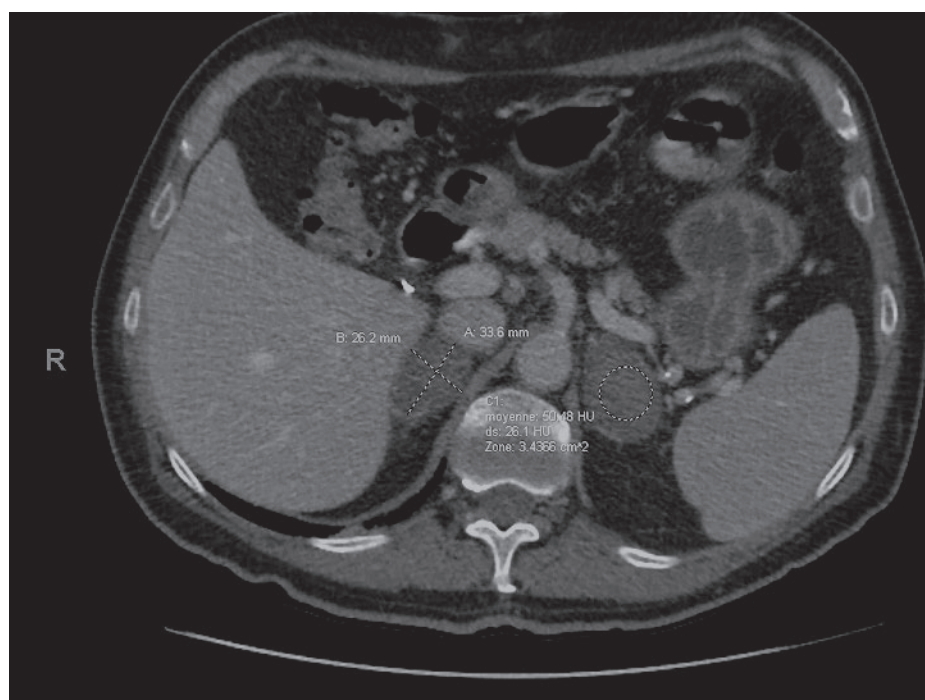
CT-scan abdominal en temps portal, coupe axiale, montrant des masses surrénaliennes bilatérales d'allure hémorragique (densité moyenne 50,48 HU, déviation standard 26,1 HU). ds: déviation standard; HU: unités Hounsfield (UH).
